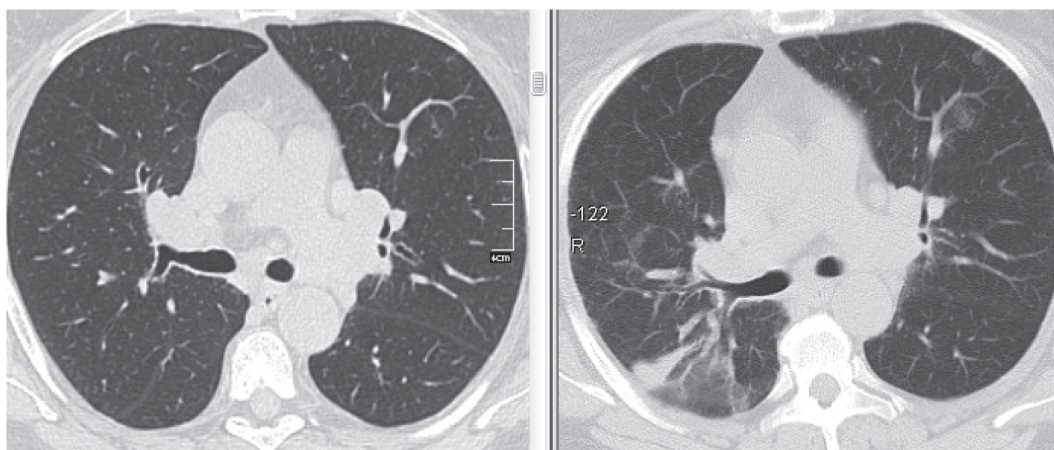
МСКТ больной Ц. (слева — исходные данные, справа — через 3 мес наблюдения). Прогрессирование саркоидоза: появление участков консолидации и «матового стекла» в S_6 правого легкого.
